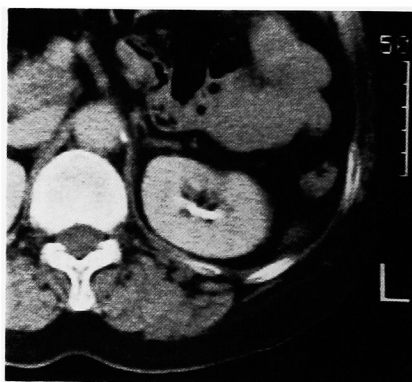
Follow-up CT scan showed complete resolution of renal mass.
